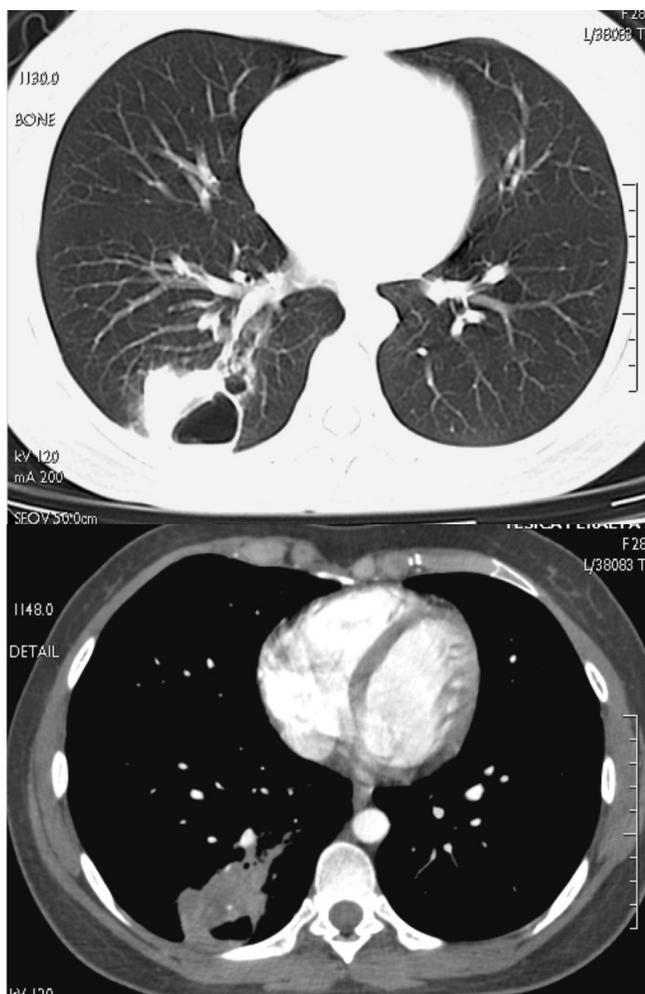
y 3. Cortes axiales de tomografía computada a nivel del lóbulo derecho con contraste (inferior) y con ventana para pulmón (superior). Se observa masa con densidad de tejidos blandos (fecha delgada) que refuerza en forma heterogénea y presenta imágenes quísticas en su inferior (fecha gruesa).
